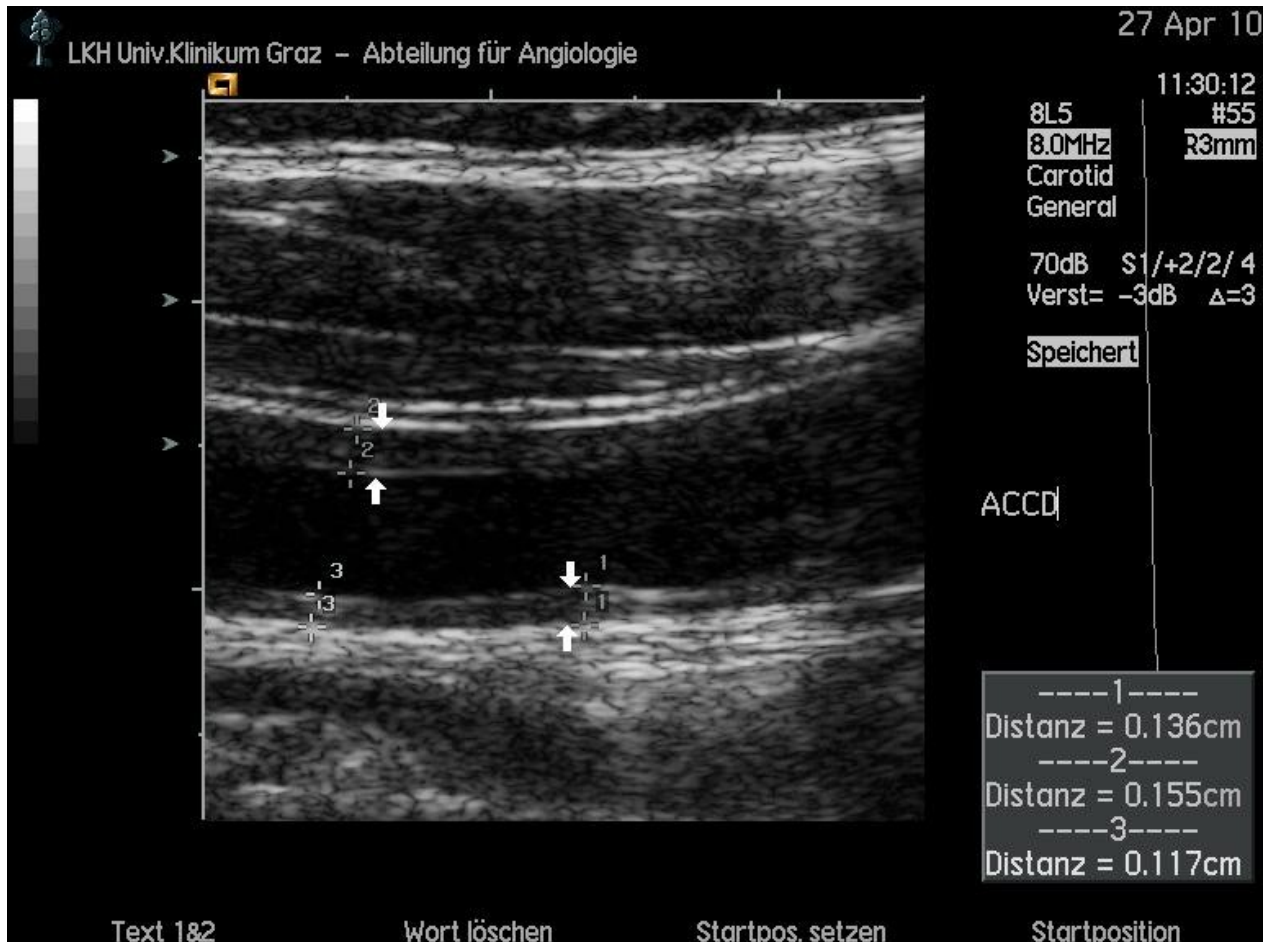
Duplexsonographie der A. carotis communis bei einer Patientin (84a) mit Riesenzellerarteriitis. Auffällig ist die langstreckig vorhandene pathologische Intima-Media-Verbreiterung (Pfeile) des Gefäßes mit einem maximalen Ausmaß von 1,55mm.
